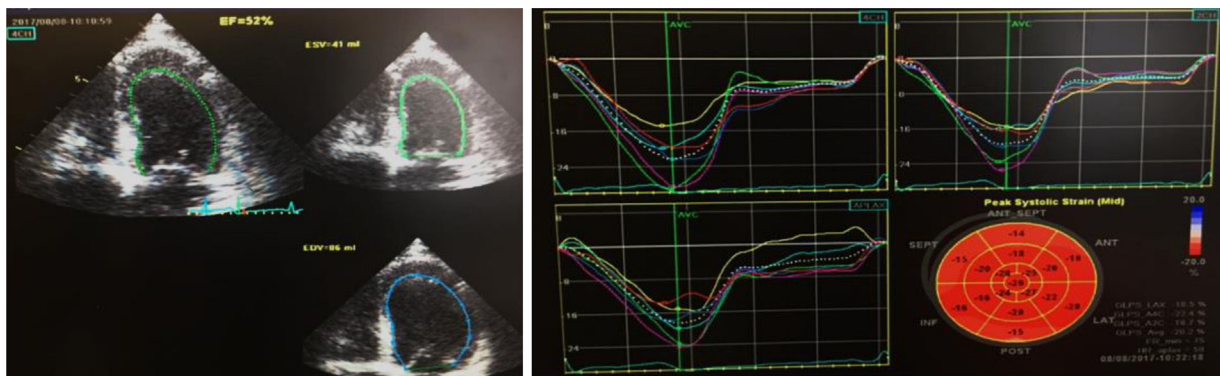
ETT realizado no pós-alta no Vivid 9 GE; a) cálculo de fração de ejeção por método semiautomático em apical 4 câmaras, estimada em 52%; b) cálculo de *strain* global longitudinal, estimado em -20,2%.
